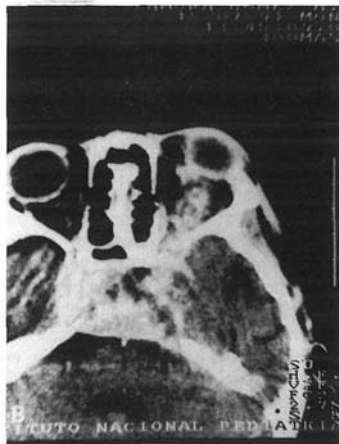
Tomografía axial computada que muestra una lesión supraselar tipo Germinoma con áreas de Coriocarcinoma en donde es evidente la invasión al nervio óptico. (flecha).
